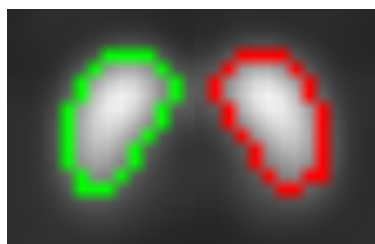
Modelo de referência normal para imagens ^{123}I FP-CIT SPECT, com as ROI referentes aos corpos estriados esquerdo (vermelho) e direito (verde).
